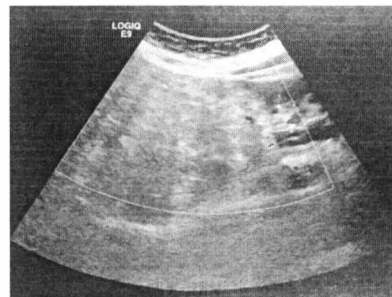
Aspect ultrasonografic al tumorii renale
